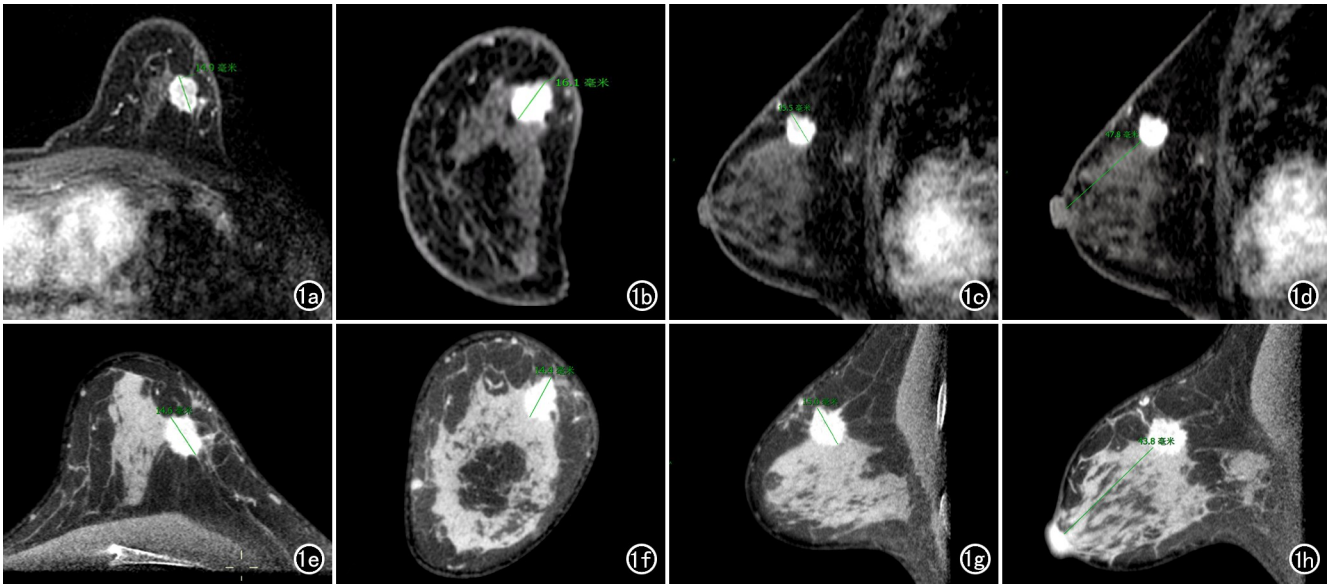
患者,女,53 岁,左乳浸润性乳腺癌。a)MRI 增强横轴面图像,示病灶长径为 14.9 mm;b)MRI 增强冠状面图像,示病灶长径为 16.1 mm;c)MRI 增强矢状面图像,示病灶长径为 15.5 mm,则 MRI 增强测量的病灶大小为 16.1 mm;d)MRI 增强 MPR,示病灶至乳头基底部的最短距离为 47.8 mm;e)CBBCT 增强横轴面图像,示病灶长径为 14.6 mm;f)CBBCT 增强冠状面图像,示病灶长径为 14.4 mm;g)CBBCT 增强矢状面图像,示病灶长径为 15.0 mm,则 CBBCT 增强测量的病灶大小为 15.0 mm;h)CBBCT 增强 MPR,示病灶至乳头基底部的最短距离为 43.8 mm。
